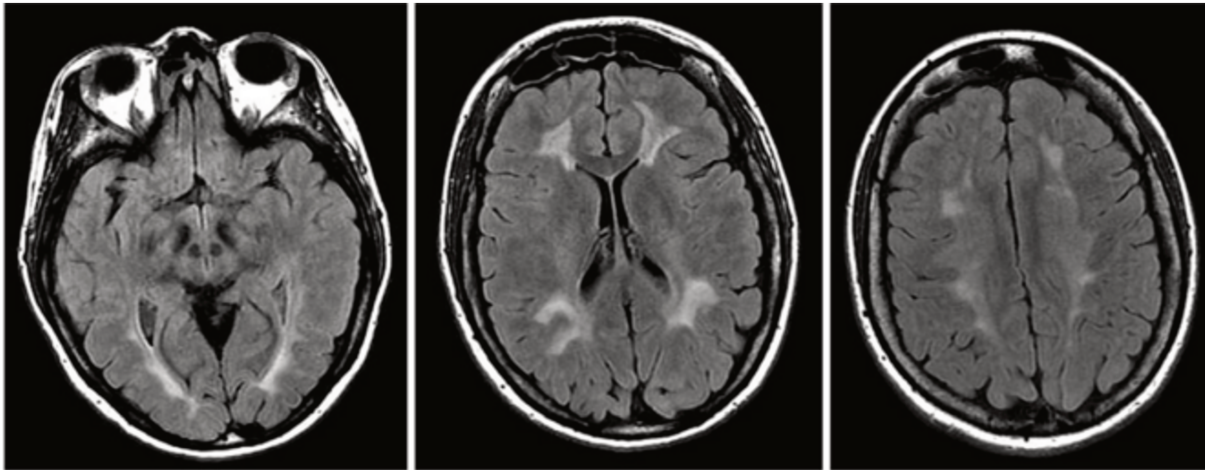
PEP révélant une hyperhomocystéinémie par déficit en MTHFR chez une jeune adulte. Séquences axiales FLAIR retrouvant des HS de la SB fronto-pariéto-occipitale bilatéraux confluents et symétriques atypiques pour l'âge. Courtoisie Gales et coll. (121)
